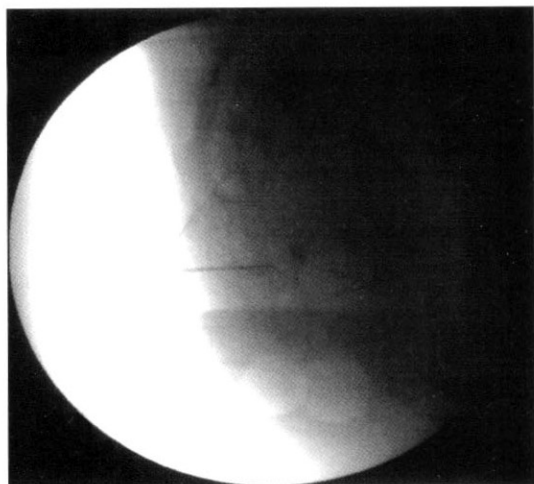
Lateral radiographs showing TEW-CN cannula and curved TEW-CTC electrode inserted through the sacrococcygeal junction.
